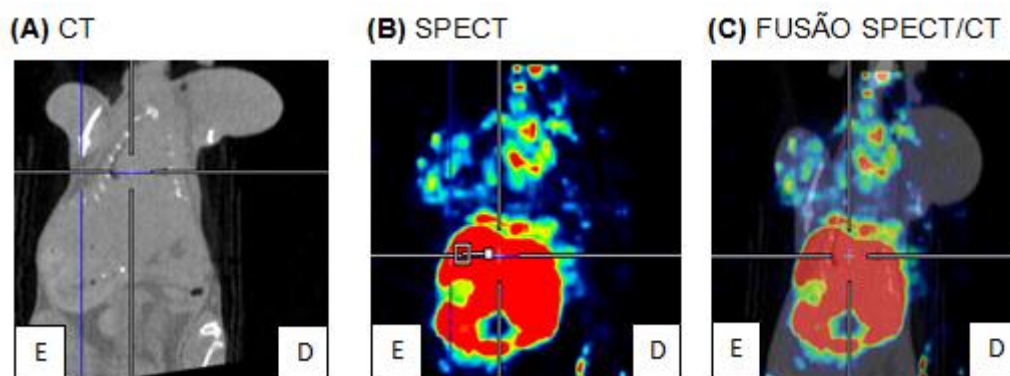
Imagem planar de camundongo C57/Bl6 com implante de células TM1M lado esquerdo e B16F10 lado direito: (A) por tomografia computadorizada (CT); (B) por SPECT 2 horas após administração do [^{99m}Tc]O(bdtc)(Hbdtc)]; (C) fusão de imagens CT e SPECT.
